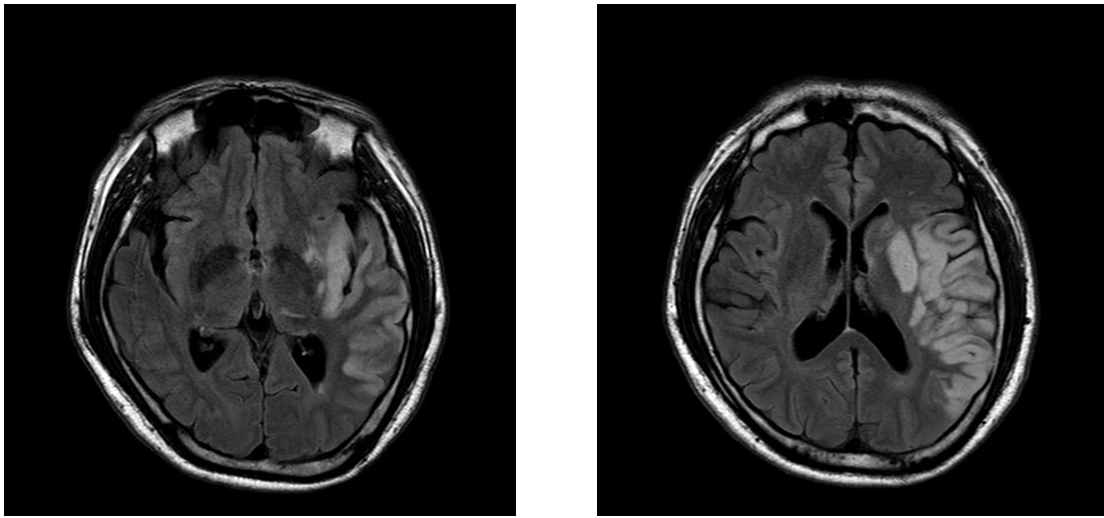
и 6. МРТ в режиме DWI на первые сутки от начало заболевания.
